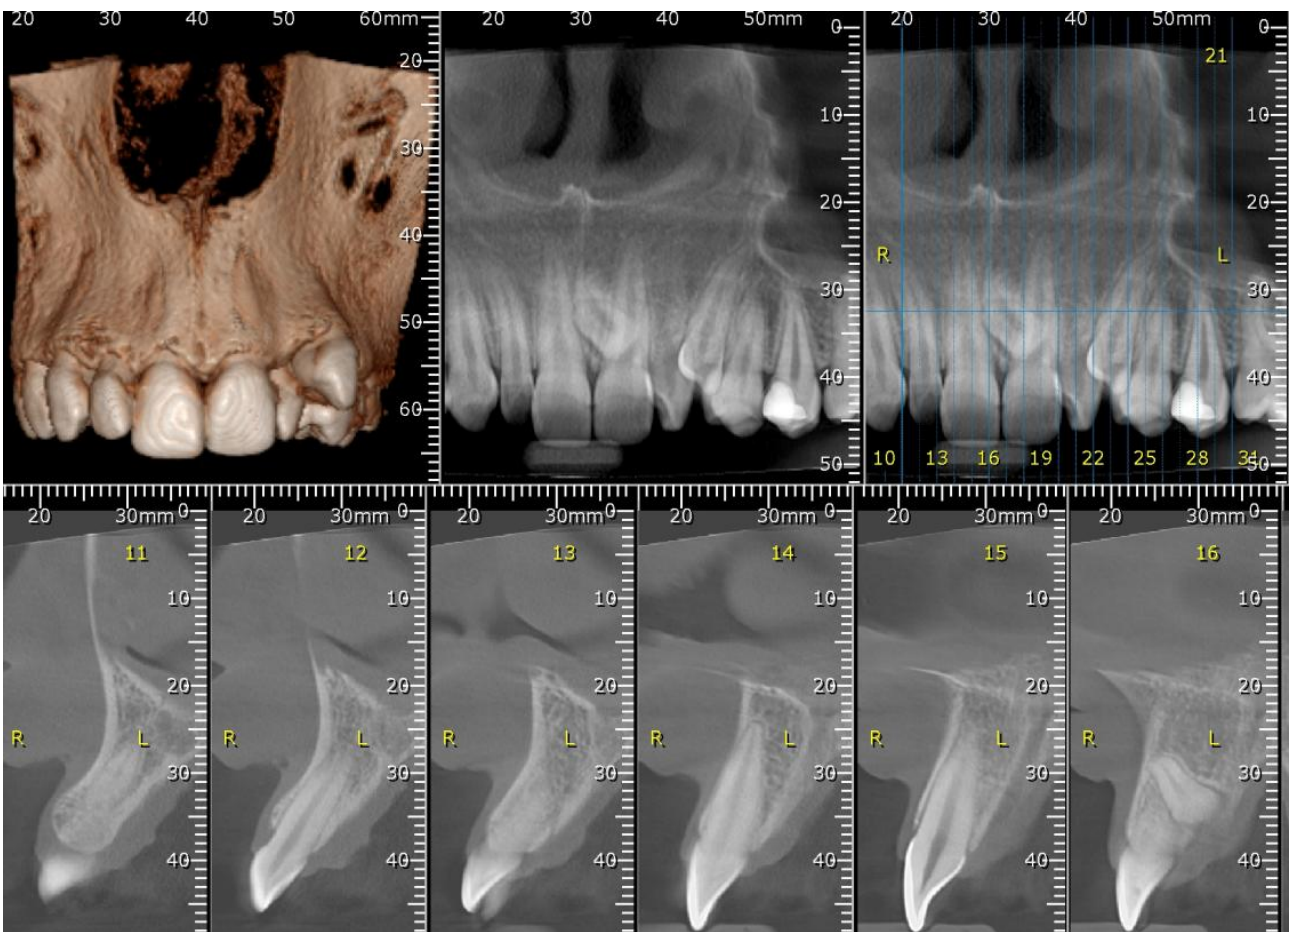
Investigația CBCT a evidențiat prezența unui meziodens
